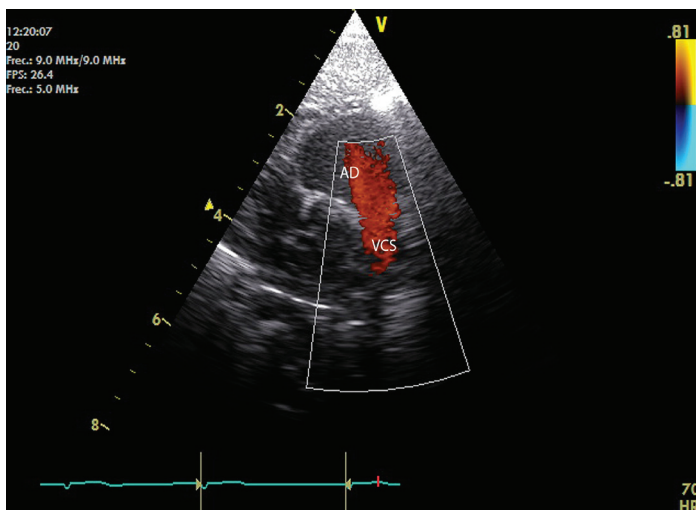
Visión de la VCS entrando en la AD desde un eje subcostal. El flujo de Doppler pulsado es rojo debido a que, desde un eje subcostal, el flujo de sangre se acerca al transductor.*
